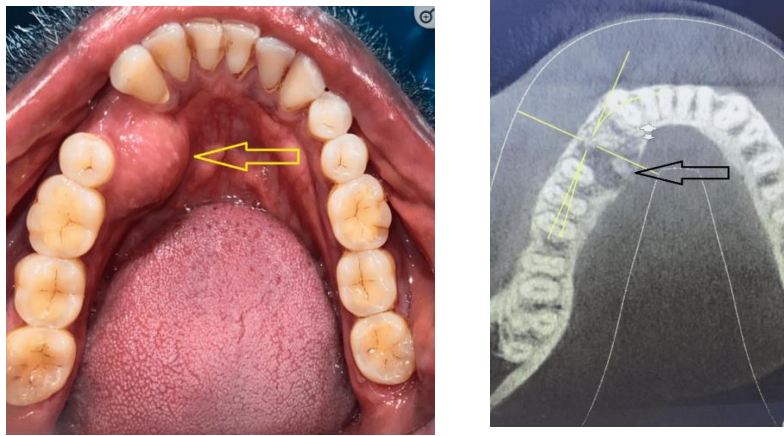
Se puede observar una fotografía intraoral donde se aprecia una neoformación entre el canino y el segundo premolar inferior izquierdo, en la tomografía computarizada se observa una lesión hipodensa al hueso cortical con destrucción de la misma.
